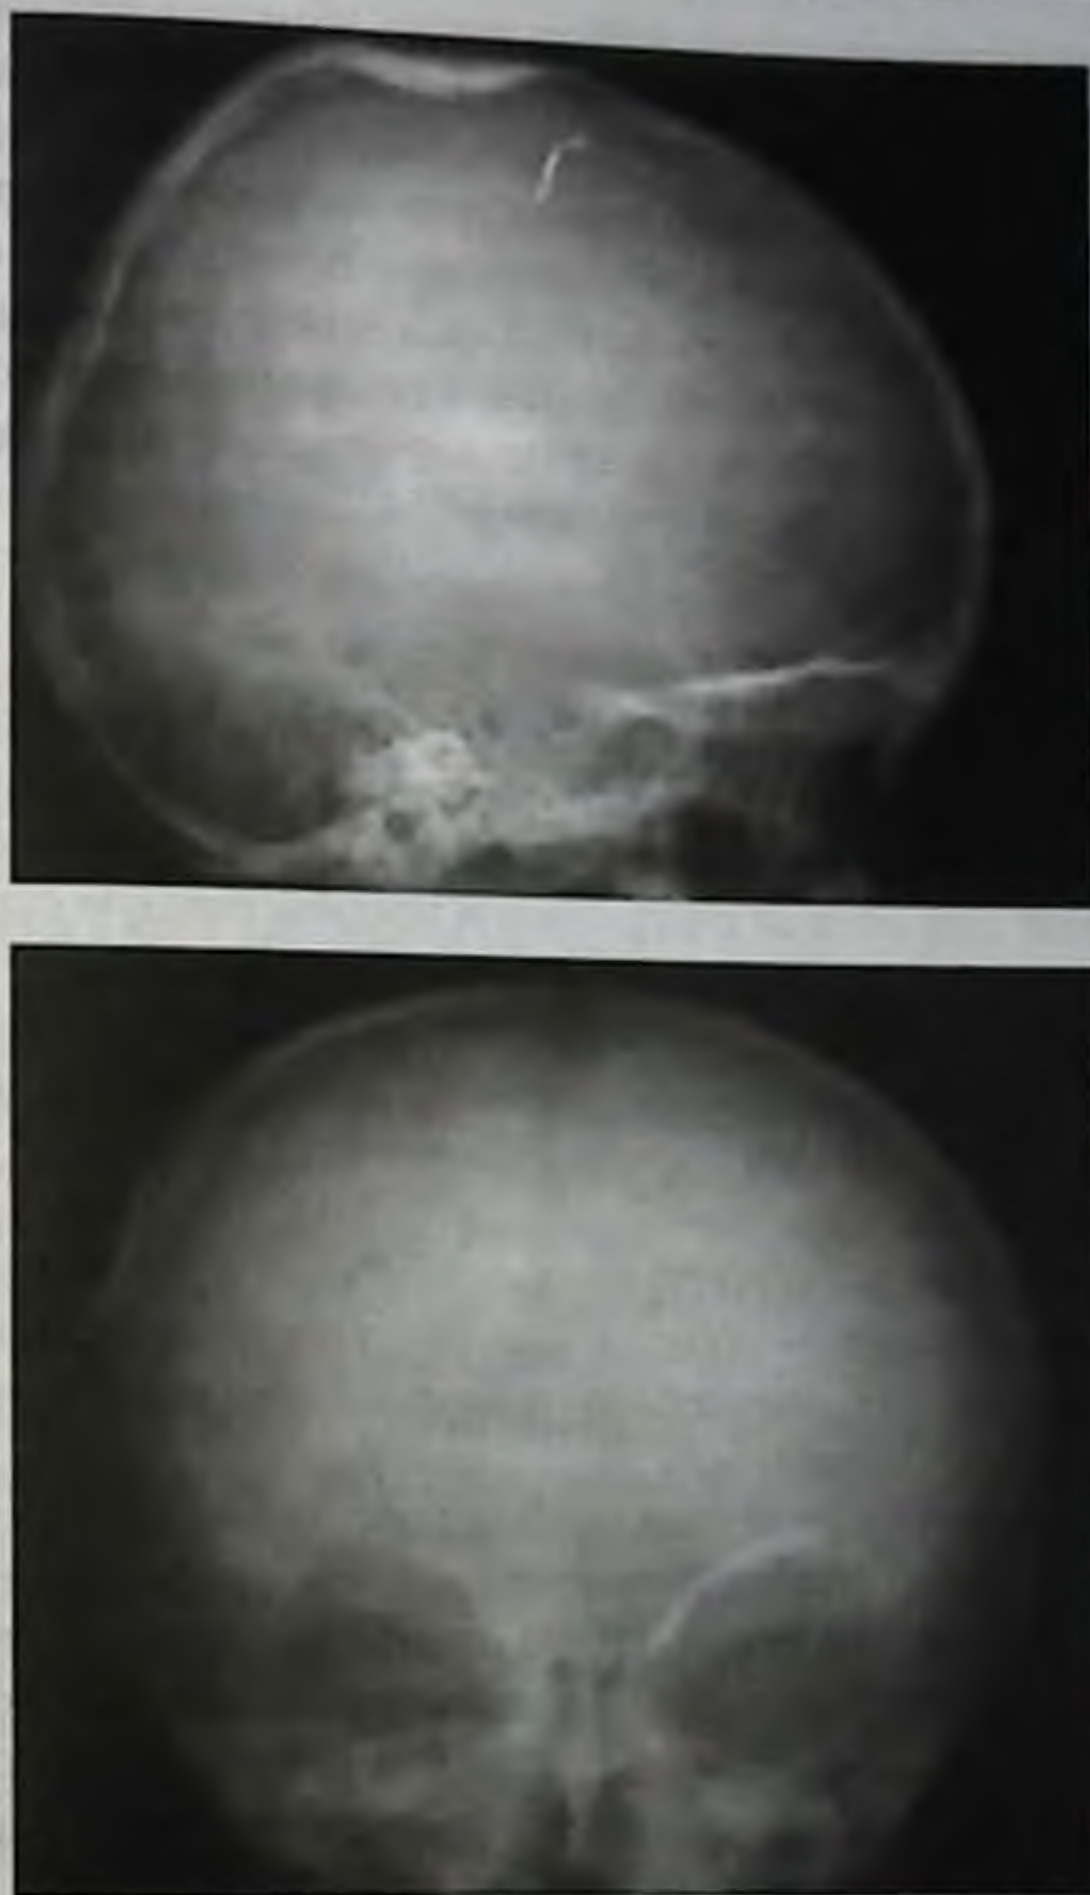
Вдавленные переломы свода черепа (рентгенограмма)
